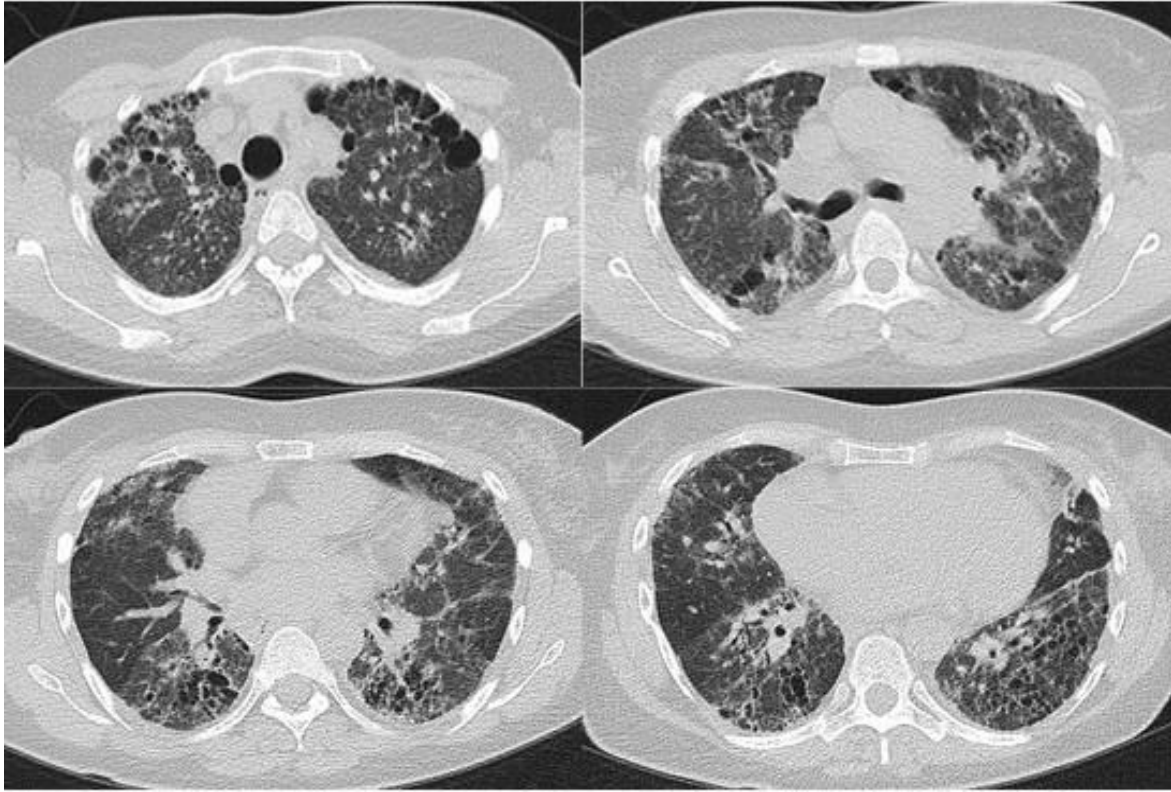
Kontroll-HRCT im Juli 2016 einer 48-jährigen Patientin. Erkennbar sind retikuläre interstitielle Veränderungen mit homogener Milchglastrübung und Honigwabennmuster basal und ein paraseptales Emphysem mit Bullae apikal.
